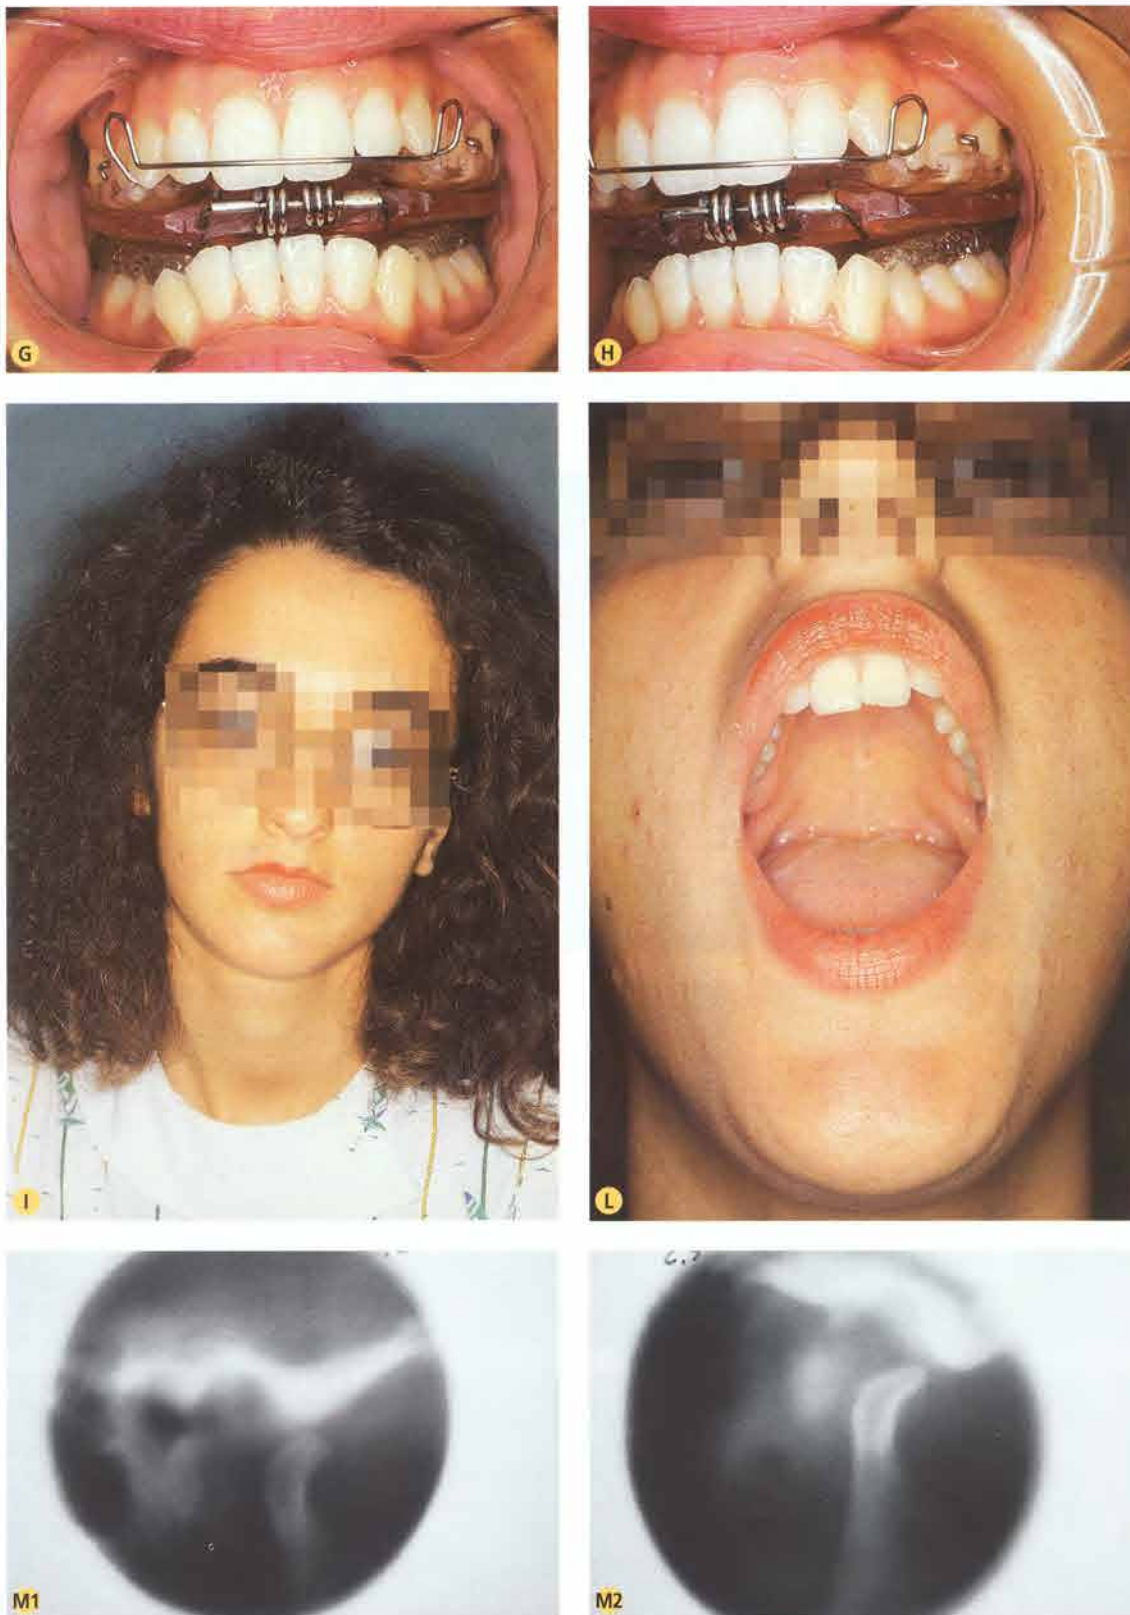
G-H. Distrattore RA.DI.CA. I-M. Paziente dopo la terapia distraente con apertura della bocca nella norma, indice della ricattura del disco, confermata dalla tomografia posttrattamento.
